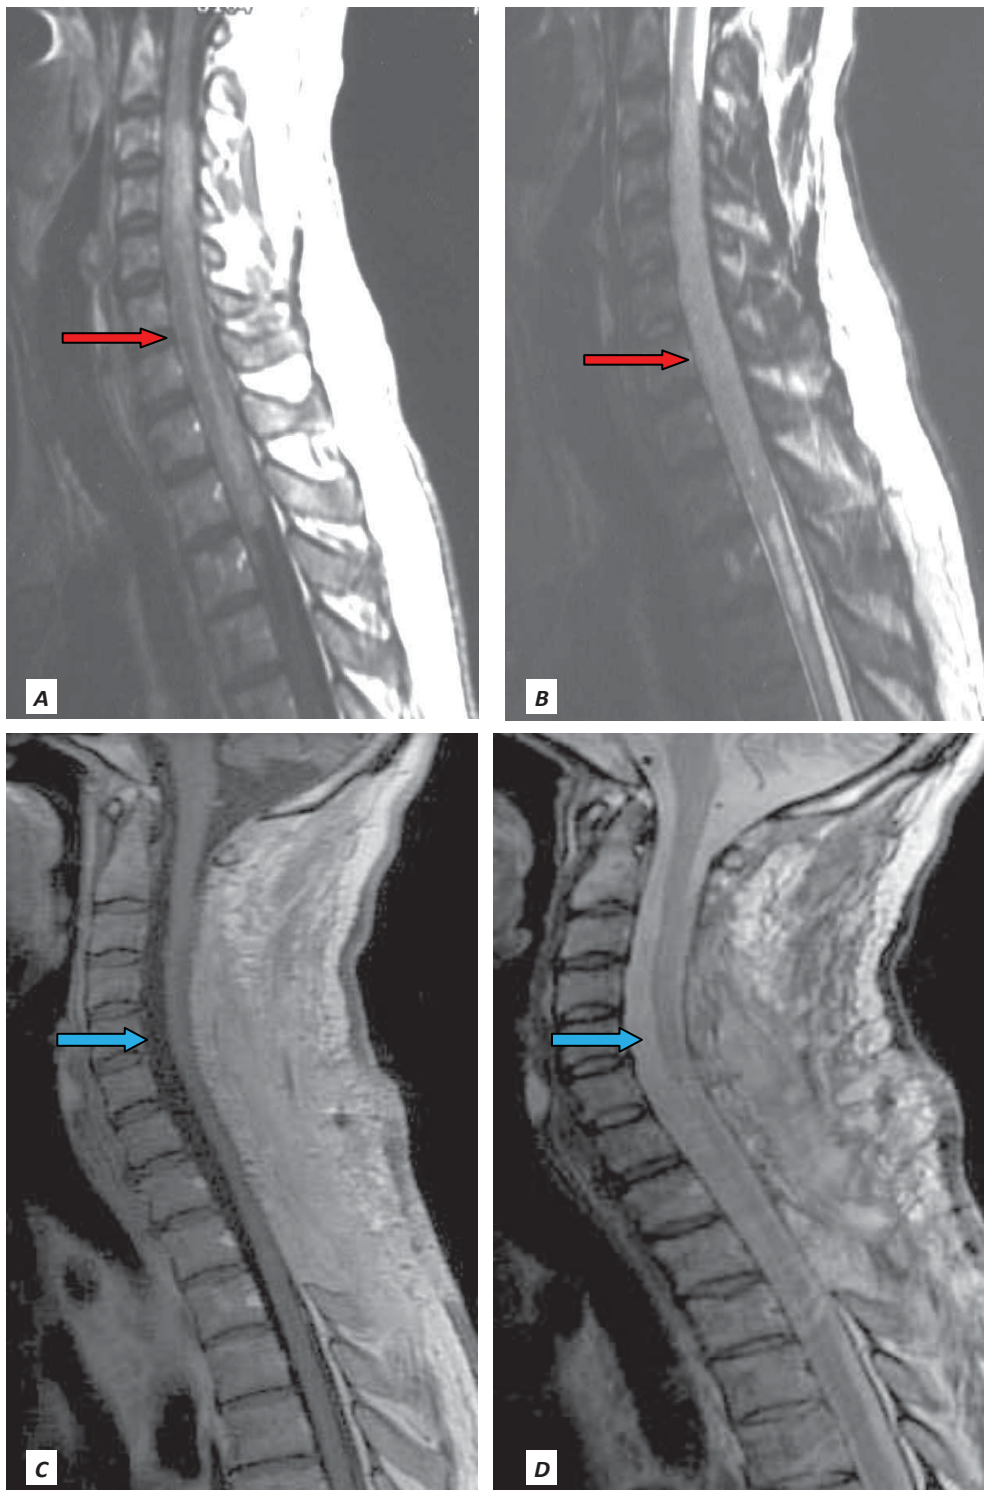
Ependimom cervical grad II OMS. A și B: examenul RMN preoperator. C și D: examenul RMN efectuat pentru control la 2 luni postoperator
